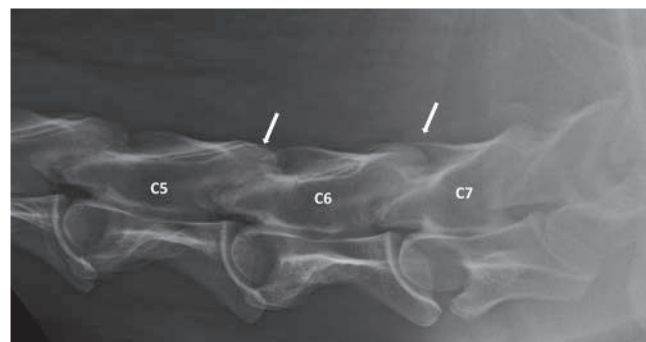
Laterolaterale Röntgenaufnahme von der Halswirbelsäule C5-T1 (links ist kranial). C5-C6 und C6-C7 sind leicht vergrößert und zeigen leichte OA (Pfeile). | Laterolateral radiograph of the cervical vertebrae C5-T1 (left is cranial). C5-C6 and C6-C7 are slightly enlarged and show slight OA (arrows).
